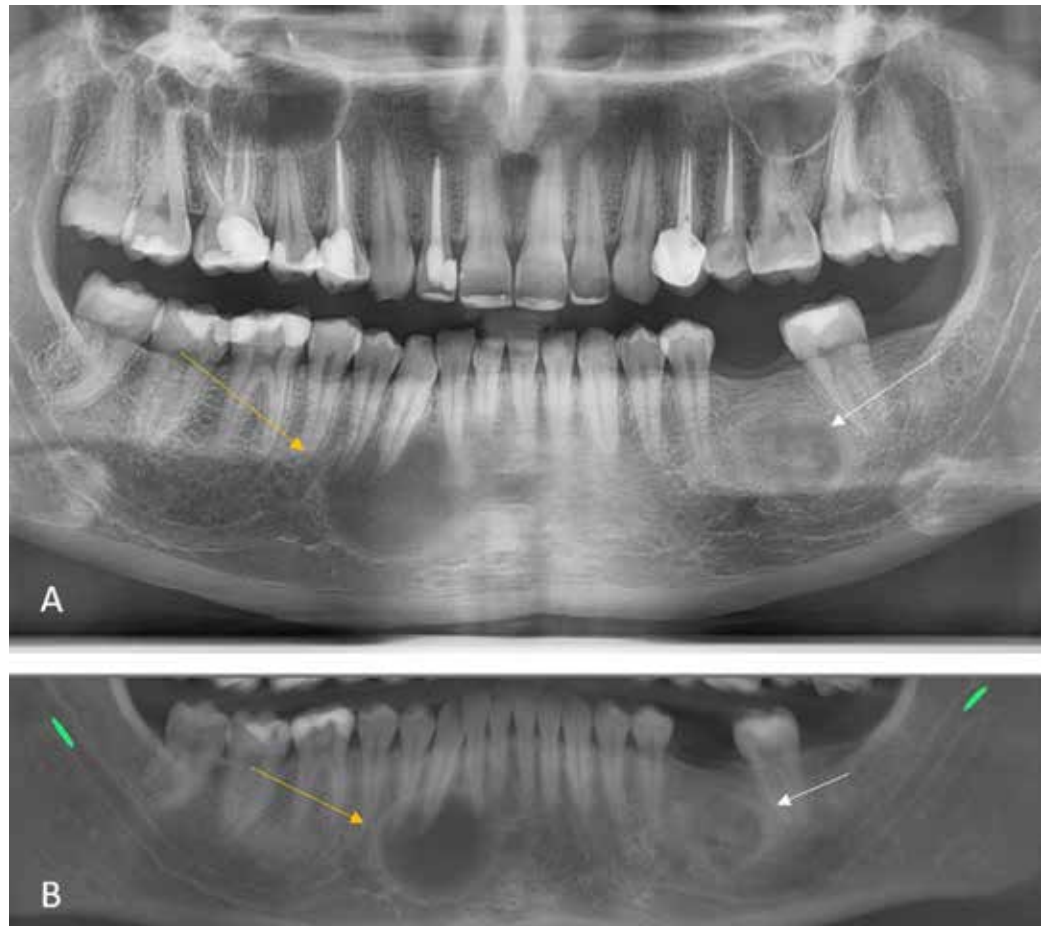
A: Radiografía panorámica de control a los 16 meses. Se observa lesión mixta, radiolúcida con centro radiopaco, en zona de diente 3.6, que conserva su tamaño respecto al último control (flecha blanca). Se observa aumento de tamaño de lesión radiolúcida asociada a ápices de 4.3 y 4.4, de forma ovalada, de límites parcialmente definidos y corticalizados, que desplaza canal mandibular hacia caudal. B: Control a los 16 meses con tomografía computarizada de haz cónico maxilar (TCHC).
